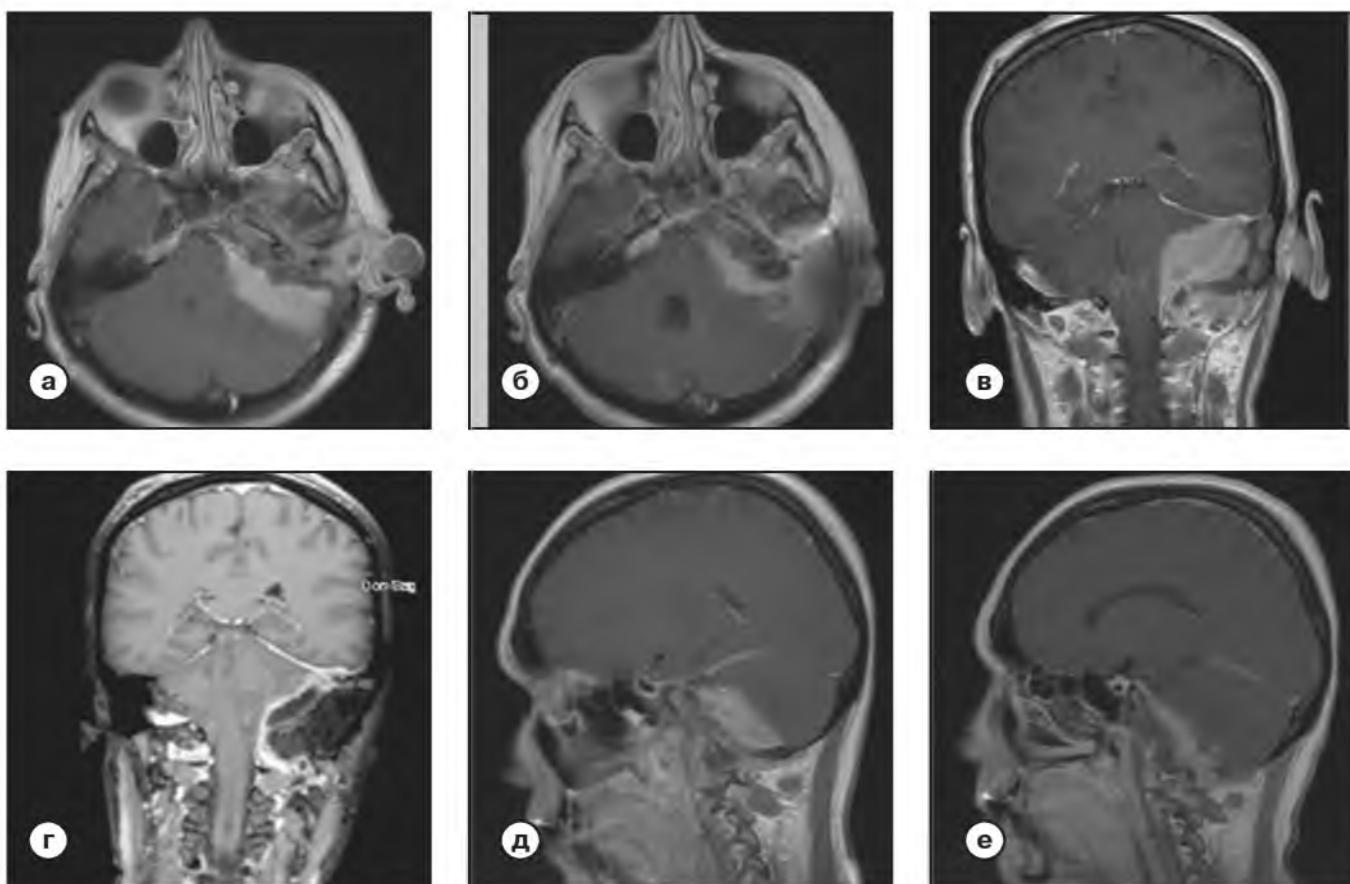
МРТ пациентки (T1-звешенные изображения с контрастным усилением до и после операции).
